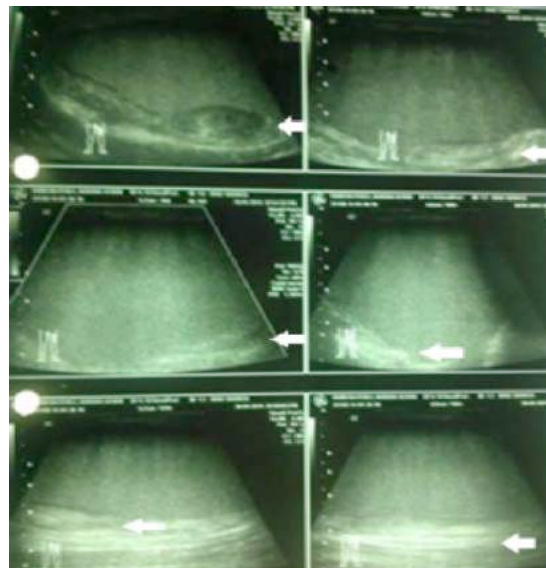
Ultrasonografía de muslo derecho con absceso disecante e infiltración tendinosa (flechas blancas)
